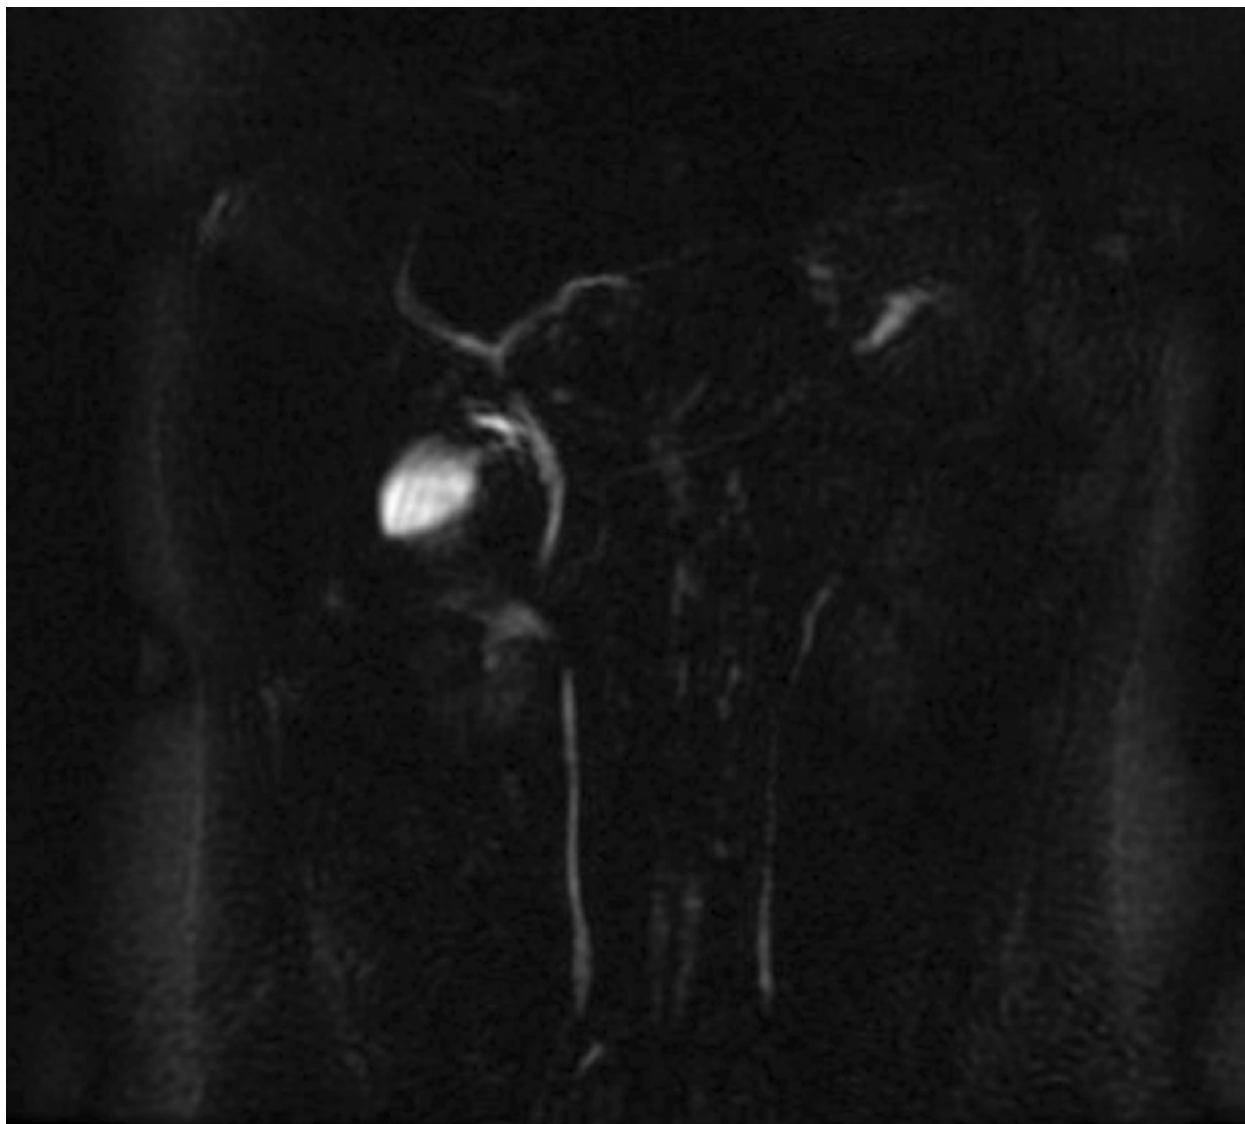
Colangio-RM que muestra vías biliares intra y extrahepáticas de calibre normal, conducto cístico de morfología y desembocadura normales en colédoco junto a páncreas ortotópico con conducto pancreático visible sin alteraciones.
